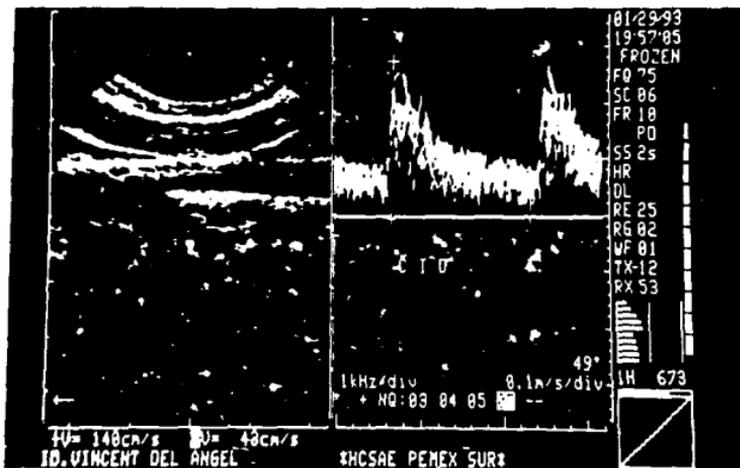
Imagen en doppler duplex a nivel de la carotida interna derecha con un pico sistolico de 140 cm/seg en relación a oclusión del 50%.
